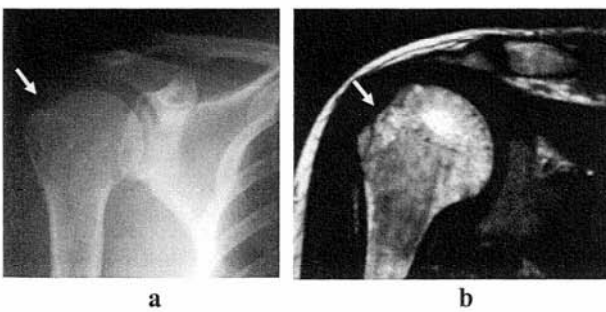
a: 術前 XP b: 術前 MRI(T1 強調画像)
